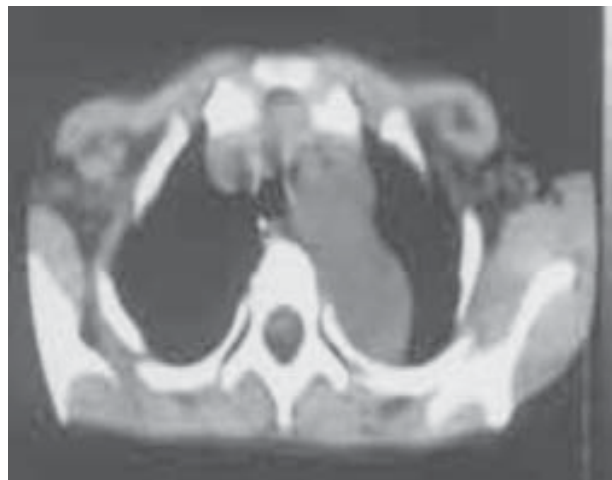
Нейробластома заднього середостіння. Комп'ютерна томографія
